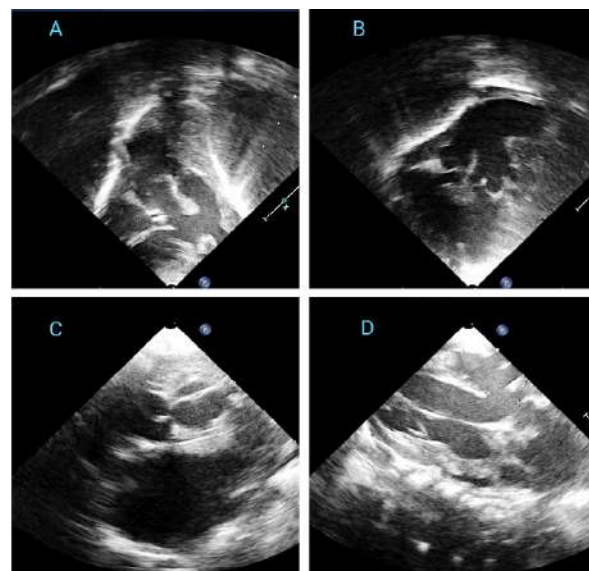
Ecocardiogramma transtoracico eseguito all'ingresso: è possibile osservare come entrambi i vasi - aorta e polmonare - emergono dal ventricolo destro a cavallo di un ampio difetto interventricolare (A); al di sopra del piano valvolare è possibile osservare la finestra aorto-polmonare (B). A livello delle sezioni parasternali evidenza di vasi malposti: a questo livello la continuità del setto aorto-polmonare è ancora mantenuta (C), collateralmente in basso è evidente la dilatazione atriale sinistra. A livello della sezione parasternale asse lungo è possibile osservare la presenza di un ampio difetto interventricolare del setto perimembranoso (D).
